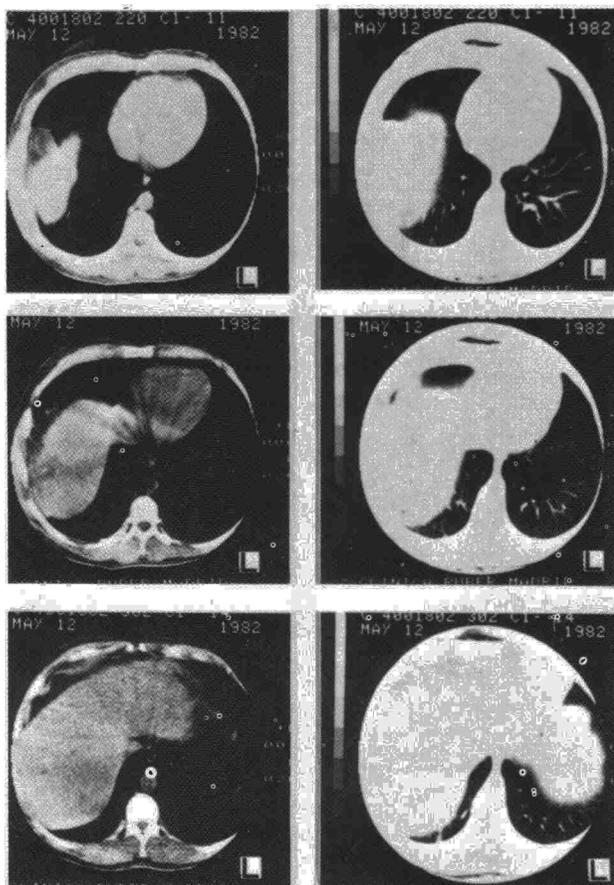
Caso 4: TAC torácico. Masa en continuidad con el diafragma en la que se observan dos densidades (agua y grasa) en el recuadro superior izquierdo.
